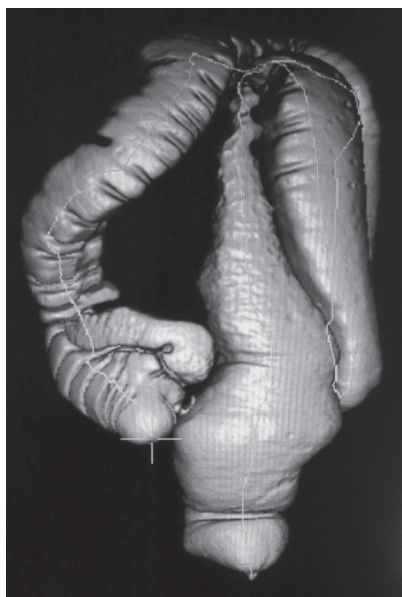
Виртуальная колоноскопия (мультиспиральная компьютерная томограмма). 3D-реконструкция. Долихосигма.
